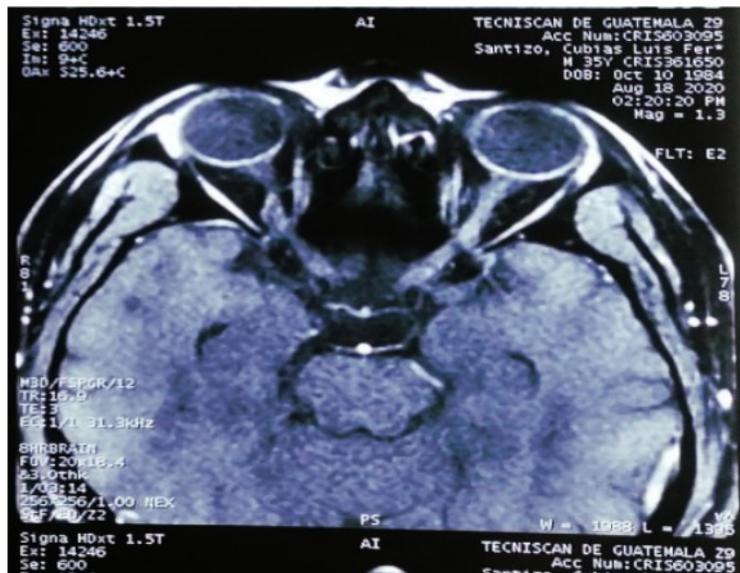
RMN Cerebral: inflamación en Entrecruzamiento del nervio óptico hacia el cerebro, con mayor acentuación de ojo izquierdo.
